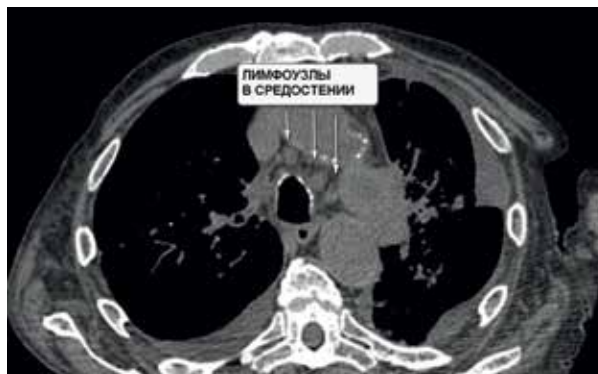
КТ органов грудной клетки 11.09.17
